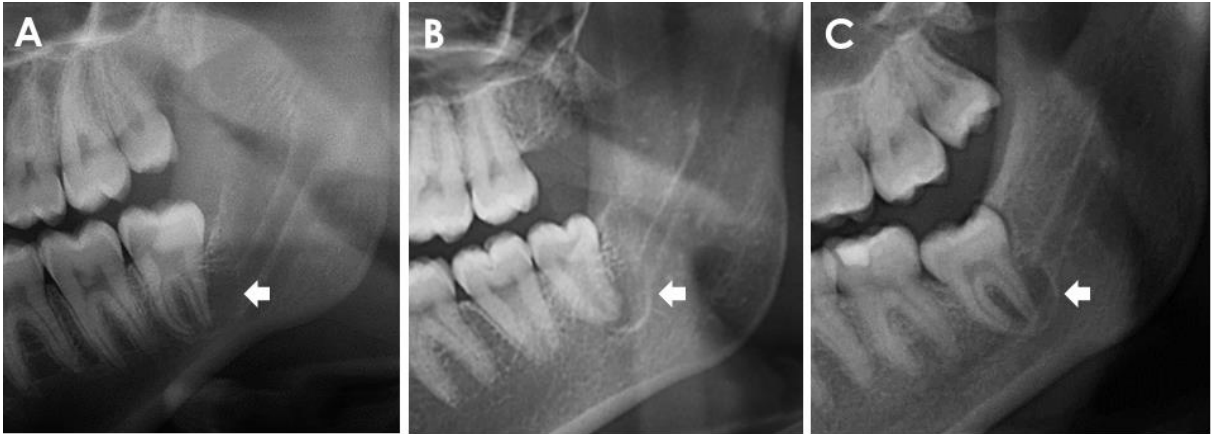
Cropped panoramic radiograph images showing JAR (arrows) without corticalization (A), partially (B) and fully corticalized (C). The absence (A and B) or presence (C) of lamina dura in the JAR region can also be recognized. JAR overlaps the mandibular canal in all cases depicted.
